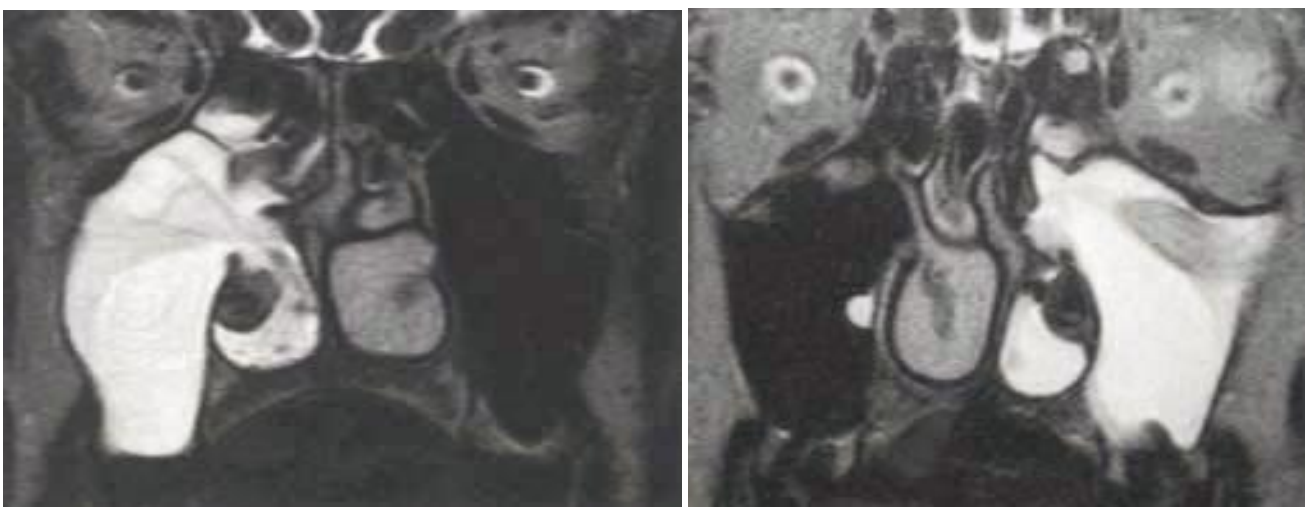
IRM des sinus en coupe coronale, pondération en SE T2 [40]
